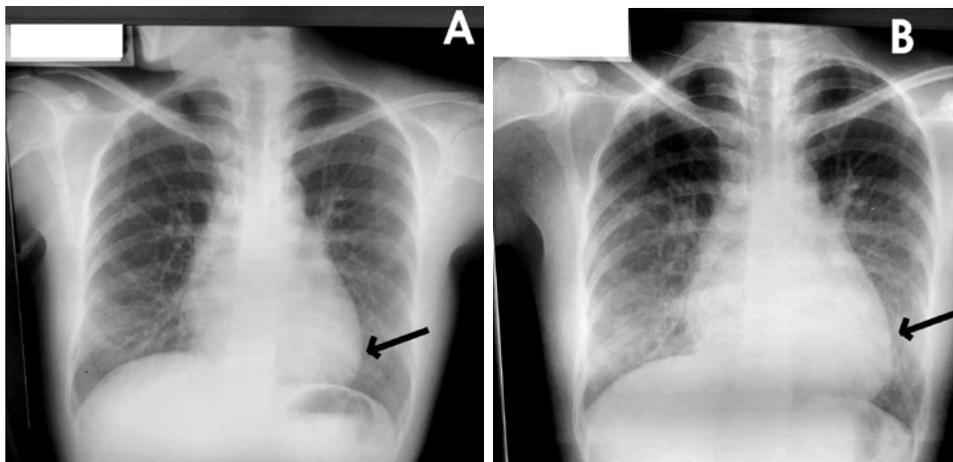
Radiografías del paciente tomadas al ingreso (A) y control (B). En la imagen A se observa cardiomegalia grado II y en la imagen B se observa cardiomegalia grado III.
